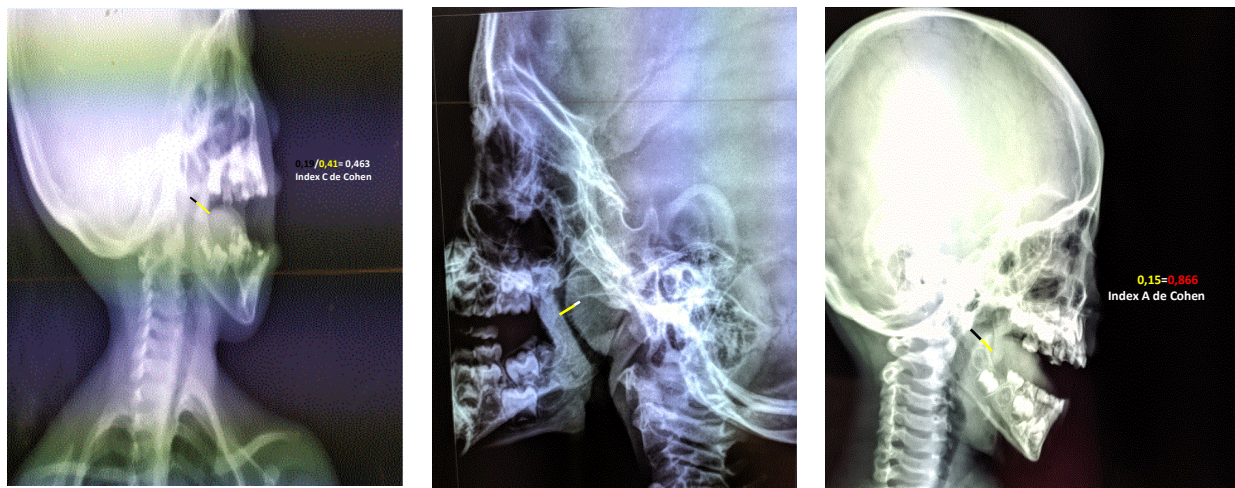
résultats des radiographies du cavum (selon l'index de Cohen et Konak).
